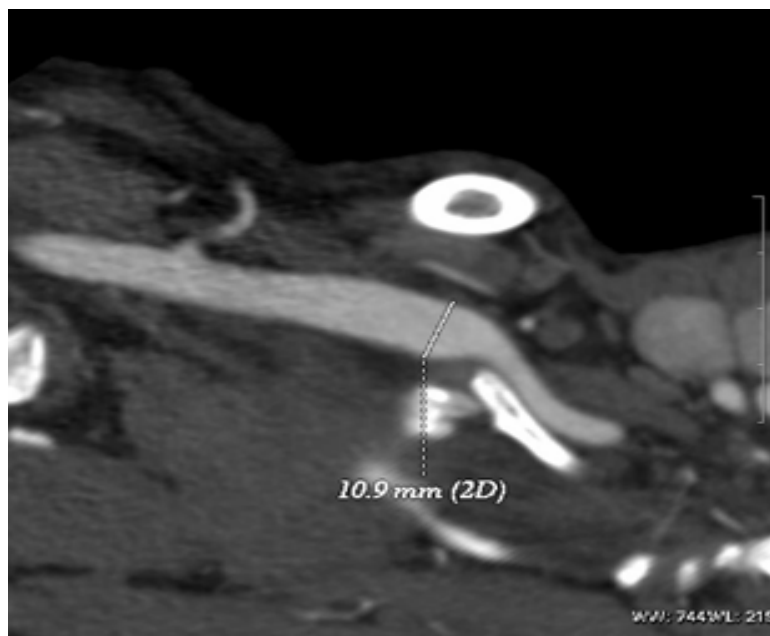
Angio-TDM en reconstruction bidimensionnelle montrant une compression de l'artère sous-clavière droite entre scalène antérieur et côte cervicale, avec dilatation post-sténotique. (46)
